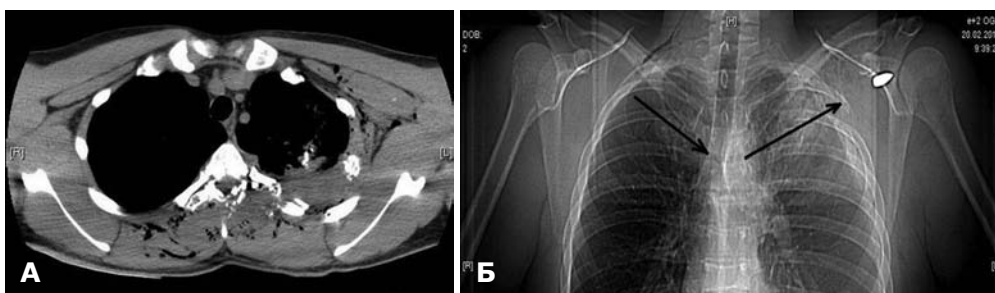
СКТ. Зміна траєкторії кулі при проходженні через кісткові структури.
